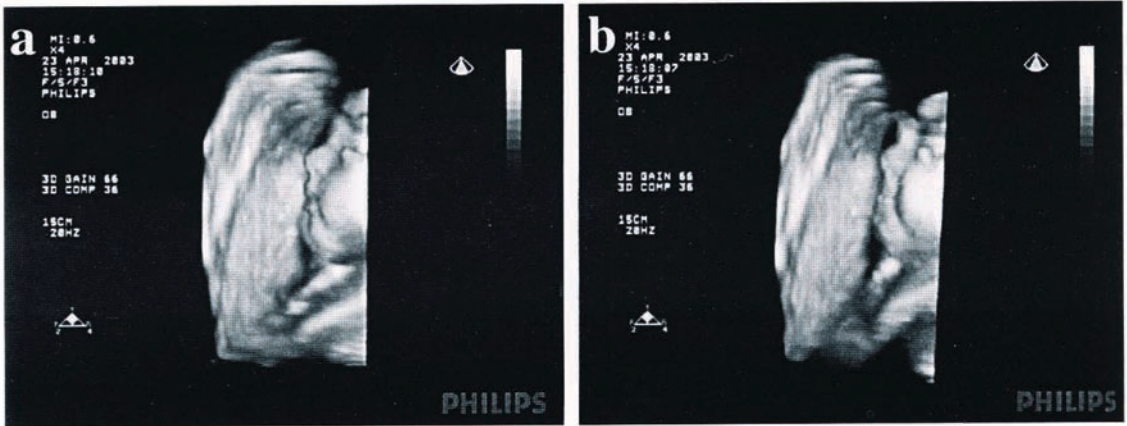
4次元超音波による胎児の笑い顔 (smiling) (a→b)
